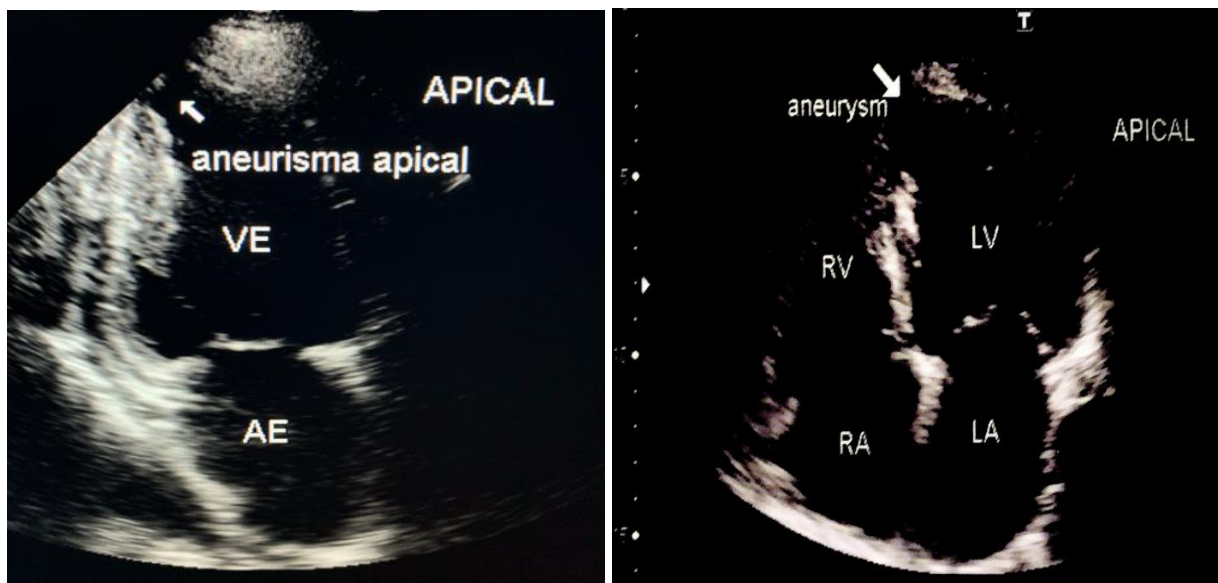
Imagens ecocardiográficas apical 2 e 4 câmaras de pacientes com doença de Chagas, mostrando aneurismas apicais do ventrículo esquerdo (seta). VE – ventrículo esquerdo; AE – átrio esquerdo; LV – left ventricle; RV – right ventricle; RA – right atrium; LA – left atrium. Fonte: arquivo do próprio autor.
